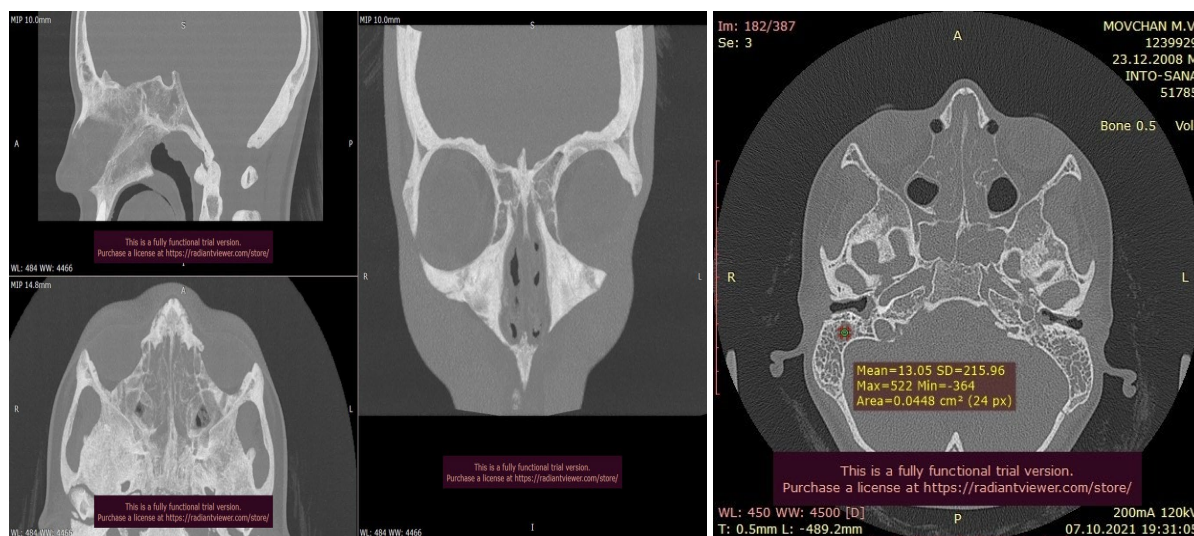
Ураження навколосинових пазух (КТ): потовщення слизових оболонок синусів; наявність рідини у порожнині; зміщення стінок через сформовану гранульому; наявність «пухирців газу» у порожнинах.
